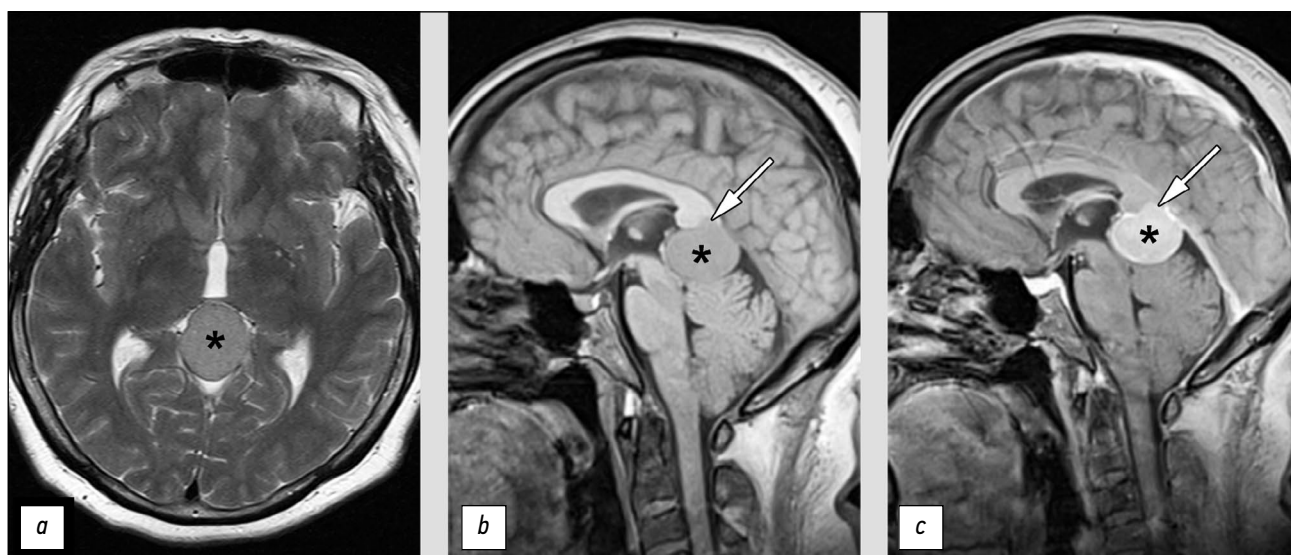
Нетипичные проявления злокачественной менингиомы на магнитно-резонансной томографии: *a* — T2-ВИ; *b* — T1-ВИ; *c* — T1-СЕ. Представлена злокачественная менигиома (*), расположенная в эпифизарной области. Определяется инвазия опухоли в валик мозолистого тела (стрелка).
